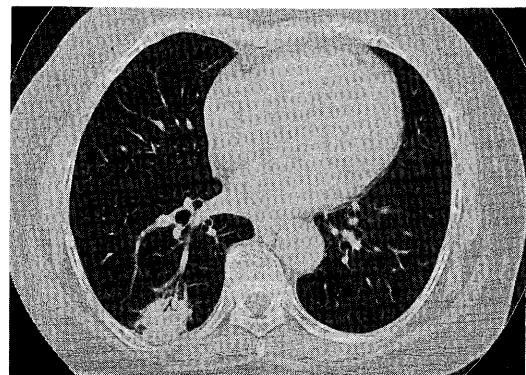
Chest computed tomography shows solitary nodule with shaggy margin and air bronchogram.
